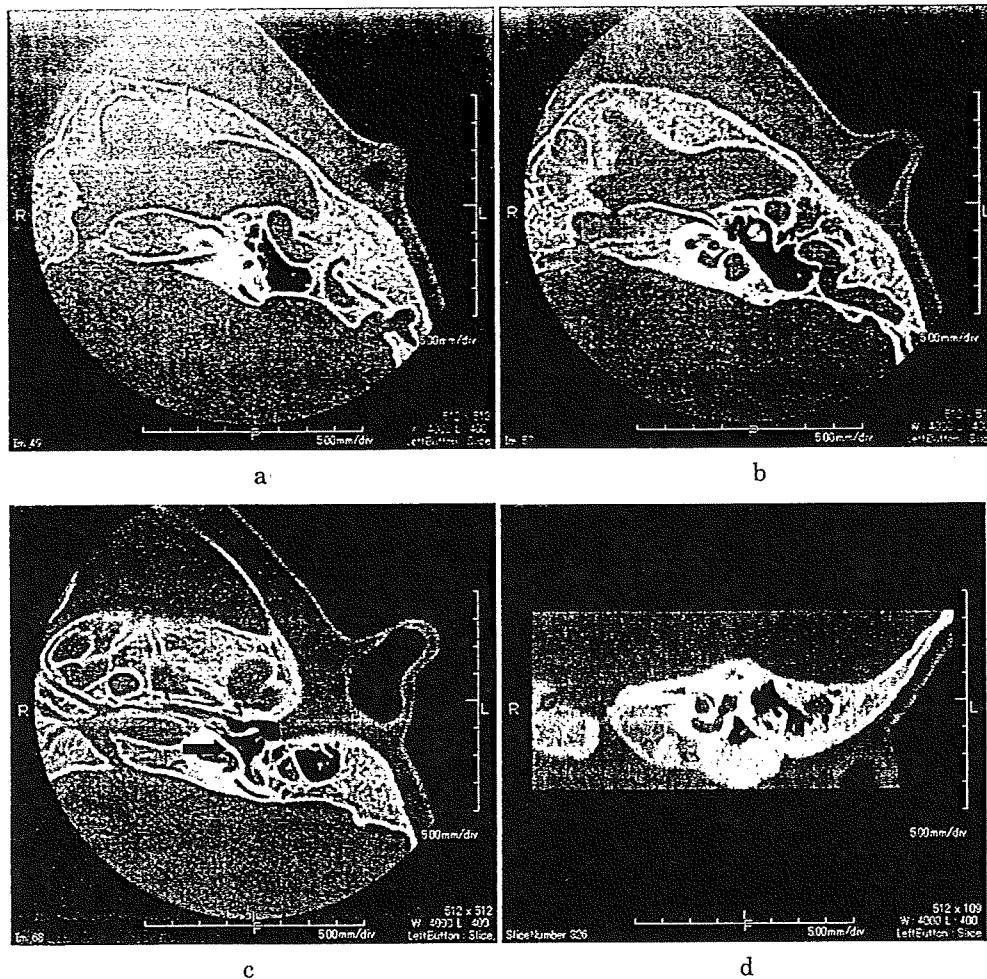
(a, b, c: 左側頭骨 CT 水平断, d: 左側頭骨 CT 冠状断)
